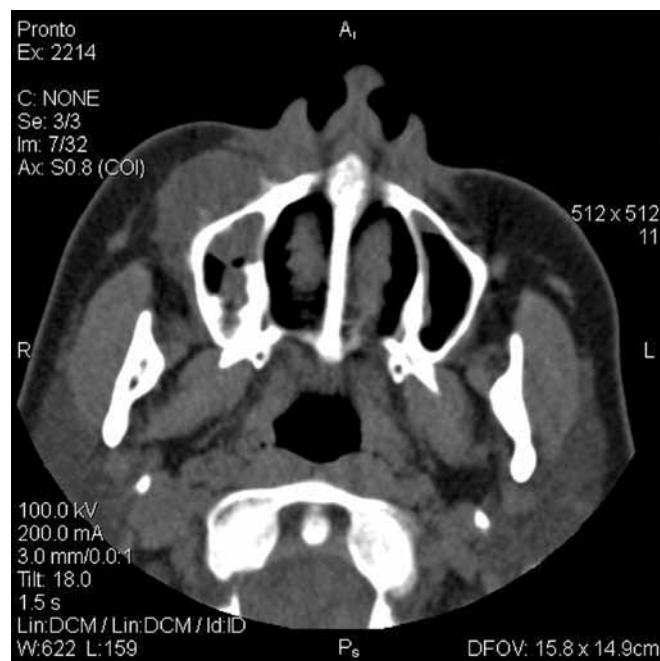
КТ больной М., 19 лет, с остеолитической формой остеосаркомы верхней челюсти справа.
